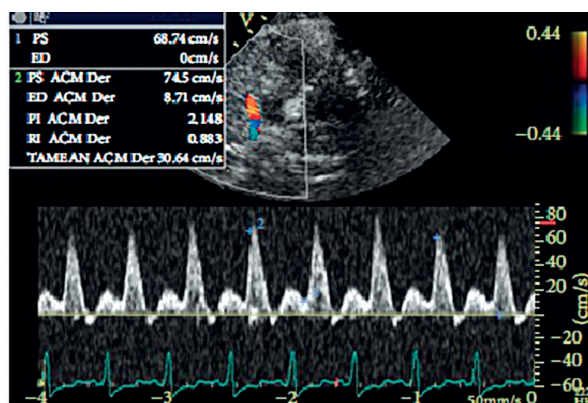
Grafické znázornění vývoje průtokového vzorce na křivce pulzního dopplera v průběhu nárůstu ICP (obrázky A-E)
